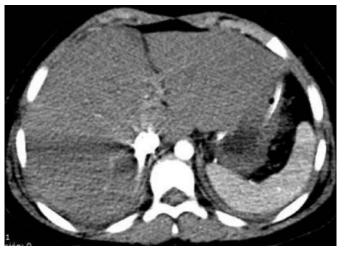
CT contrastada en fase arterial, 2 días después del primer estudio y de la instauración del tratamiento anticoagulante en donde las áreas esplénicas infartadas ya no son visualizadas. Fuente: Hospital del IESS Quito-Sur. Servicio de Radiología.
